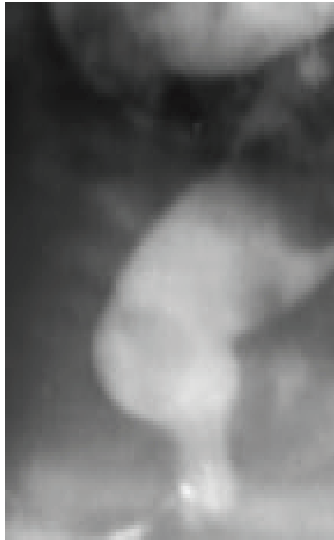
Боковые рентгенограммы аноректальной зоны больной с вестибулярным свищем в возрасте 6 мес. (А) и в возрасте 1 года и 2 мес. (Б)
